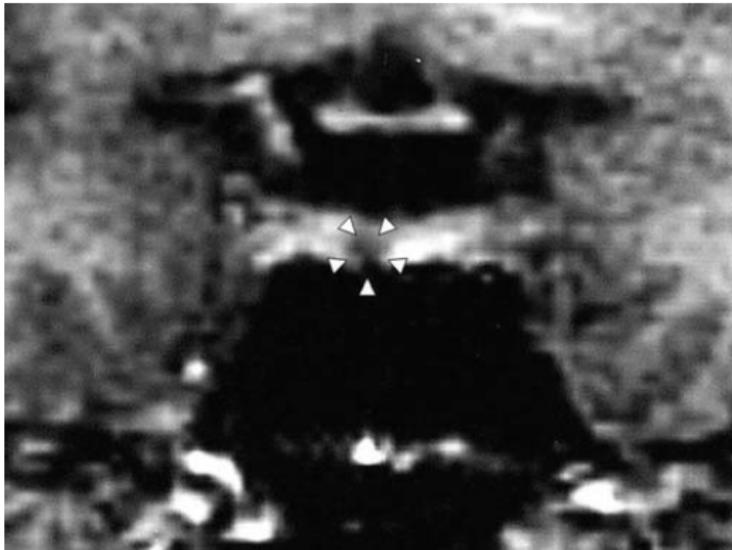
Pituitary MRI showing a 4-mm microadenoma (arrow heads).
